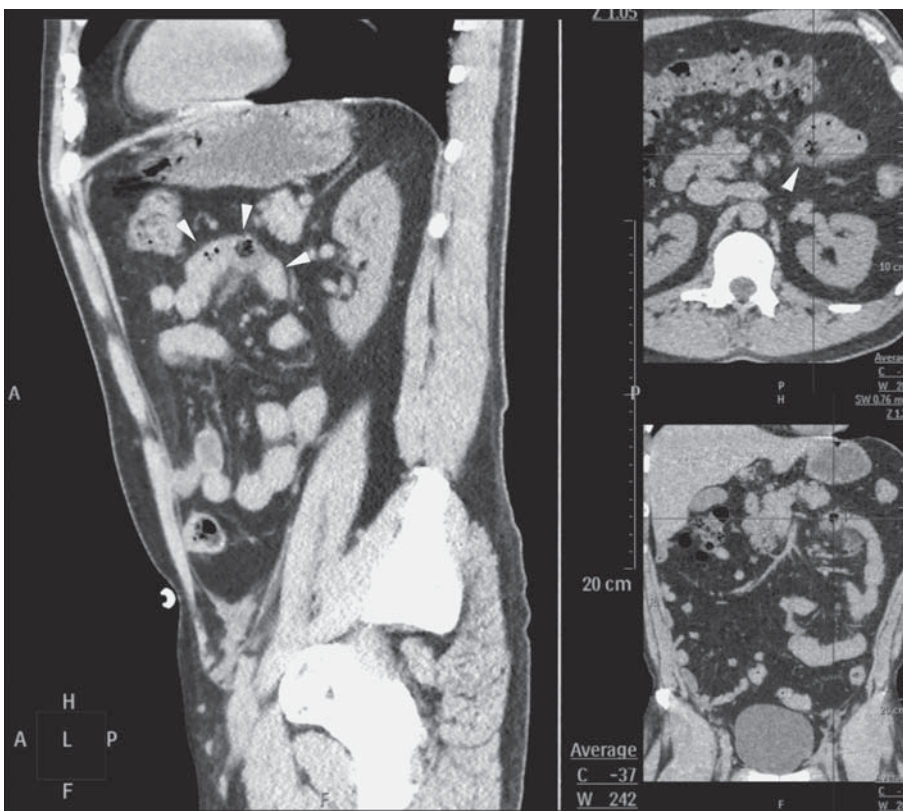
КТ-исследование органов брюшной полости без контрастирования. Сагиттальная плоскость. Стрелками показаны тощая кишка, дивертикул, двенадцатиперстная кишка.
